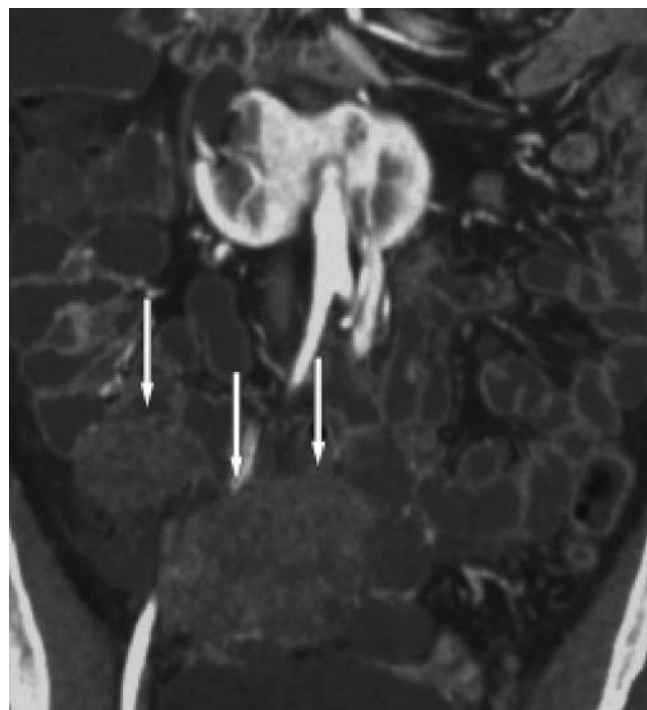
Computed tomography enteroclysis shows a large parietal mass (arrow) with intraluminal growth and ulceration in a small-bowel loop. Surgical report: adenocarcinoma.
